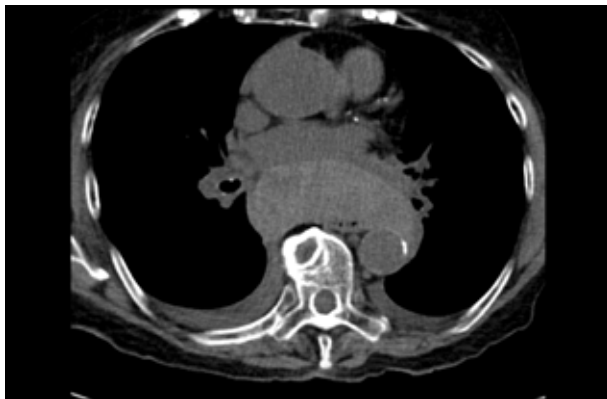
Tomografía computada de tórax sin contraste, imagen axial, donde se observa masa mediastínica posterior, espontáneamente densa, en directa relación con el esófago torácico.
